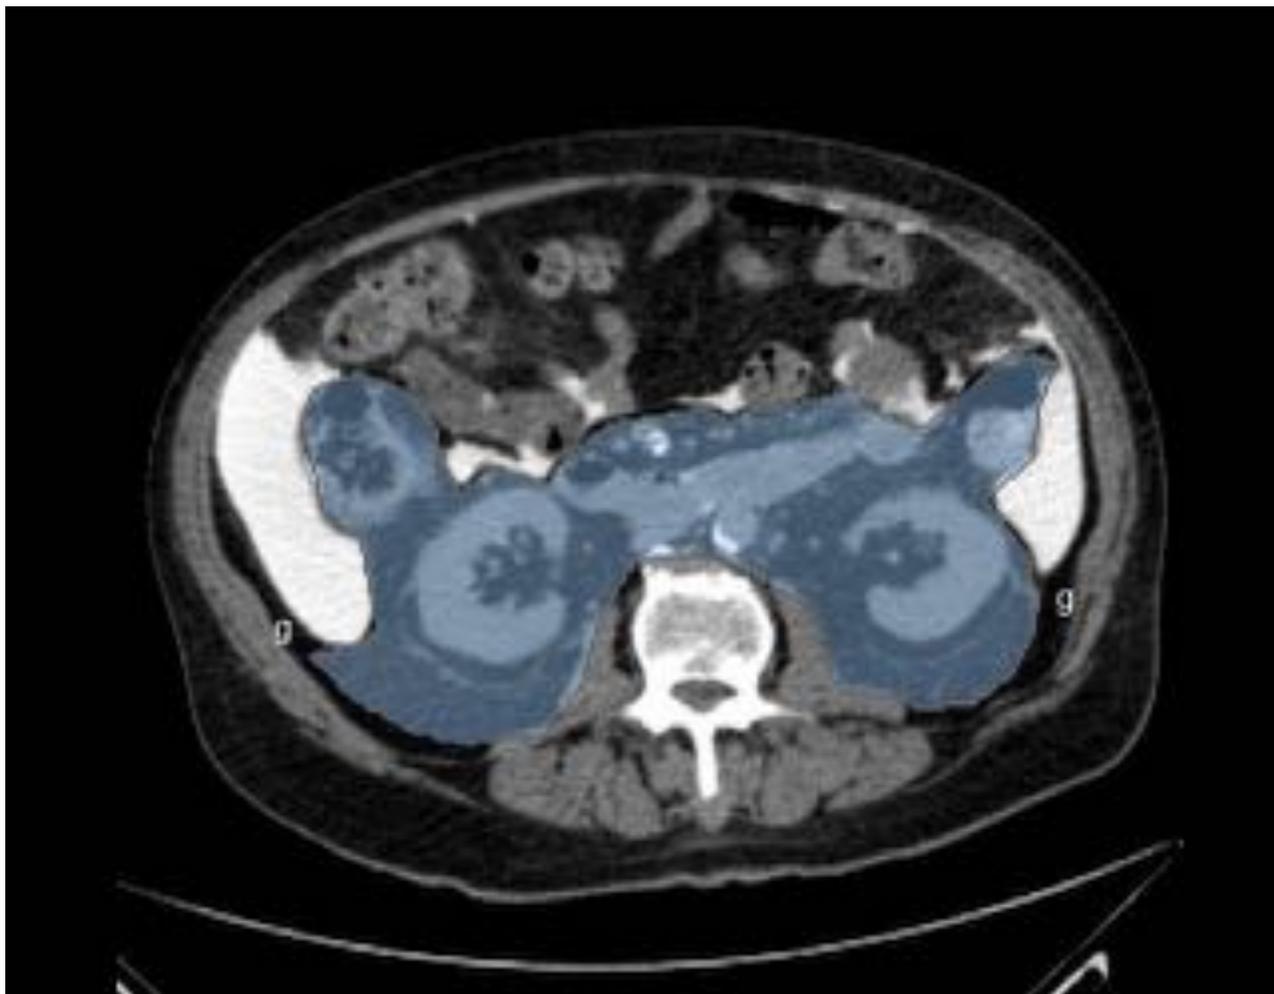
Corte axial de TC peritoneografía: Espacio peritoneal (relleno de líquido contrastado). Espacio subperitoneal (visualizamos la grasa correspondiente con los mesenterios). Espacio retroperitoneal (en color azul), el cual contiene ambos riñones y glándulas suprarrenales, el colon ascendente y descendente, duodeno (segunda y tercera porciones, algunos autores se refieren a la cuarta porción duodenal como retroperitoneal también), grandes vasos y páncreas (excepto la cola). Grasa properitoneal (g).
